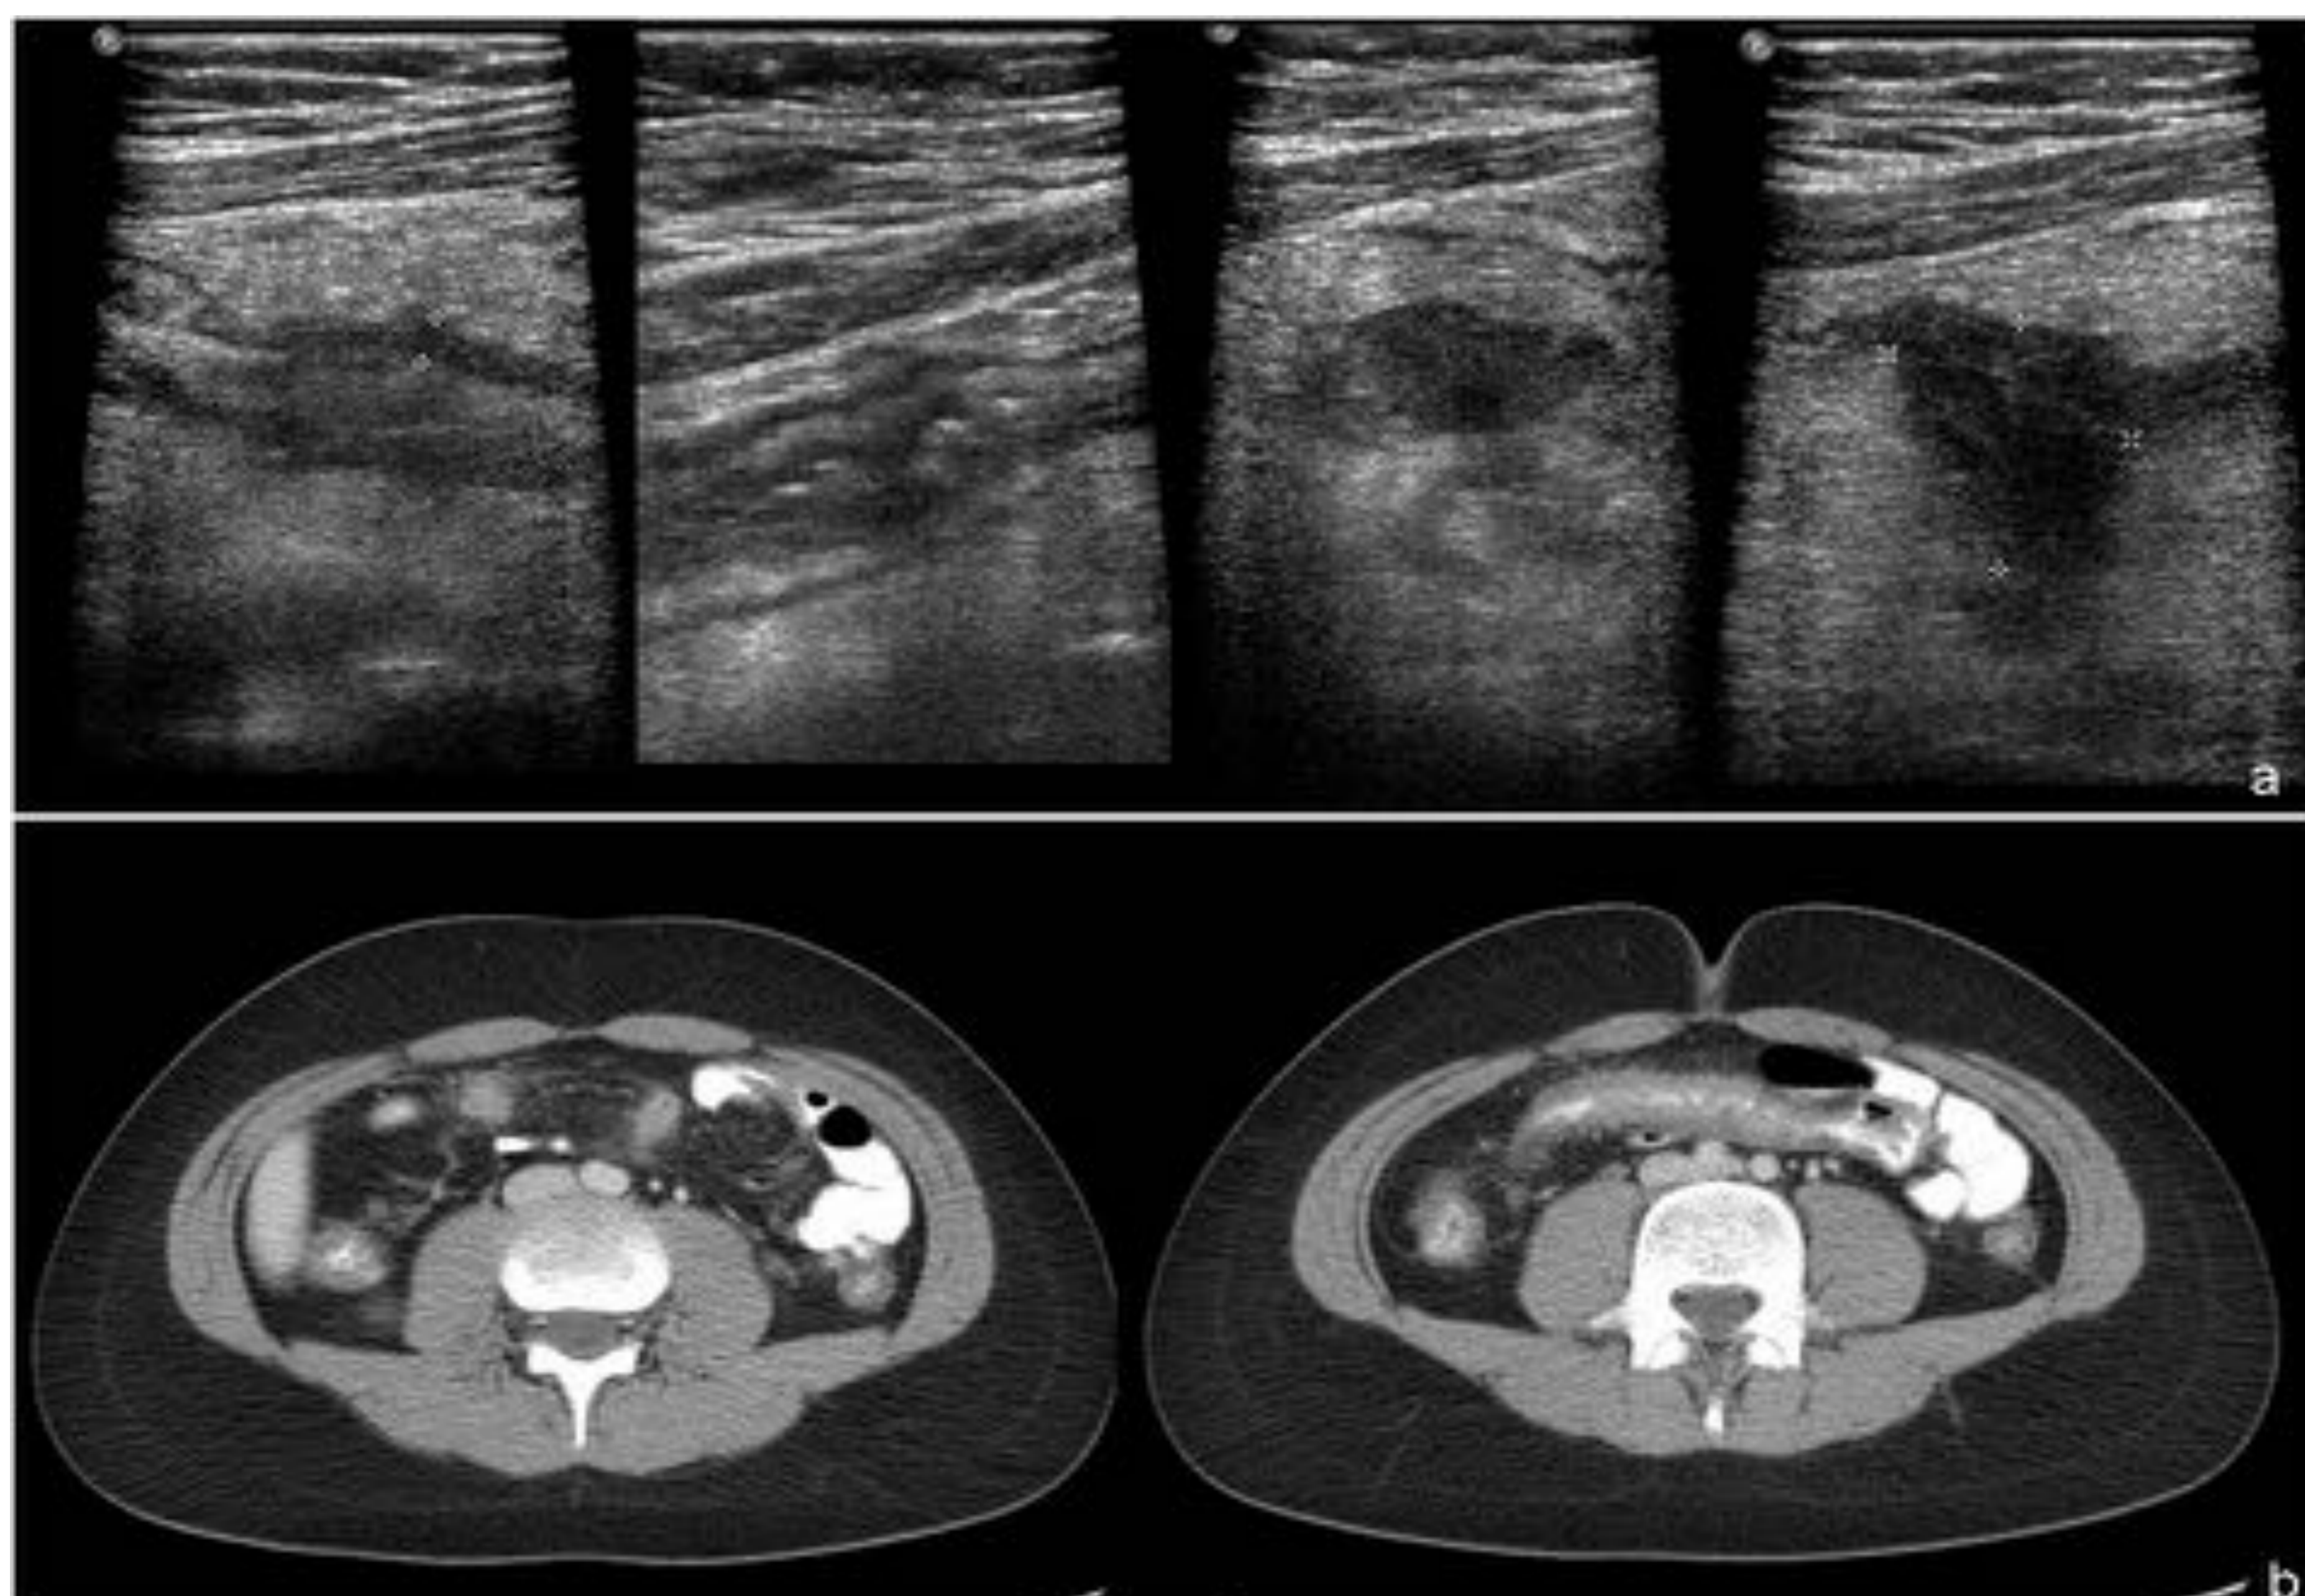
Enfermedad de Crohn en paciente de 12 años que consulta por dolor abdominal periumbilical con náuseas sin vómitos. Diarrea desde hace una semana con moco sin sangre. En ecografía abdominal (a) se aprecia engrosamiento parietal en ileon con imágenes de dos abscesos adyacentes a la pared. En TC abdominal (b) con contraste se confirman los cambios inflamatorios parietales en ileon y colon derecho, así como los abscesos.
